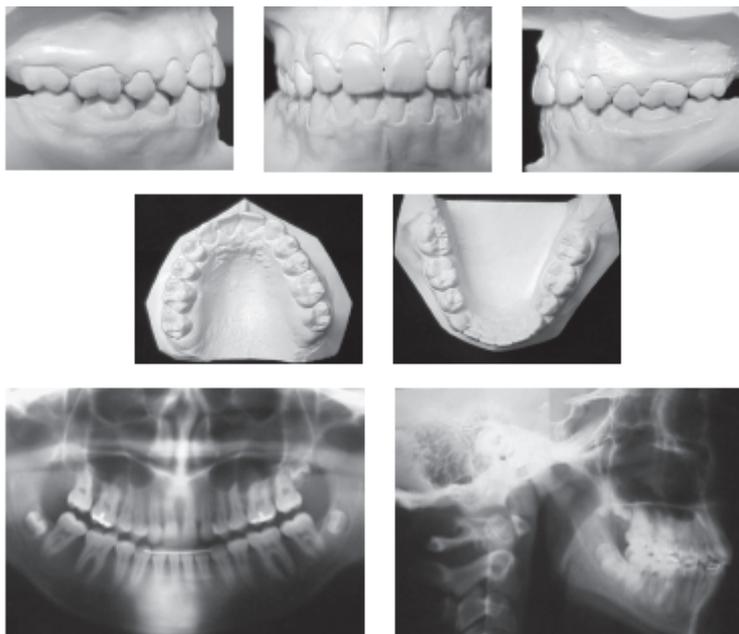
Modelos de estudo, panorâmica e telerradiografia pós tratamento paciente com agenesia unilateral (foi realizado extrações dos dentes 12, 31, 41).
